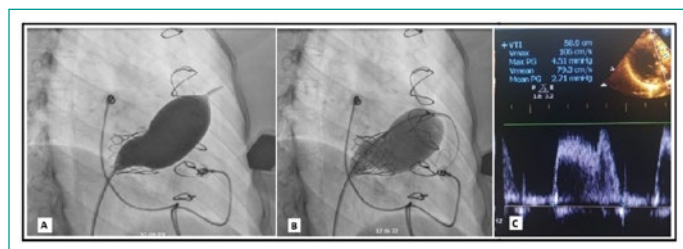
A. Implante de balón percutáneo en posición tricúspidea, pre dilatación. B Implante de balón percutáneo en posición tricúspidea, post dilatación. C Ecocardiograma transtorácico con Gmed de 2.7 mmHG.
